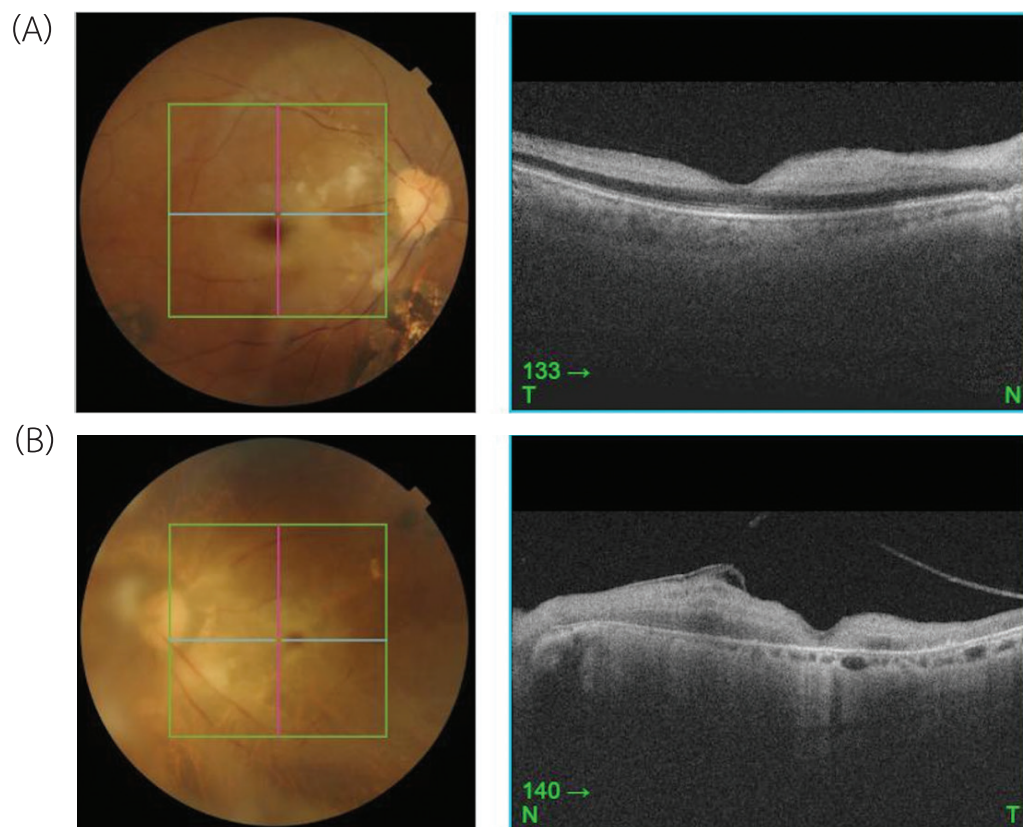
Optical coherence tomography of the macula demonstrating thickening of the inner retinal layer in the right (A) and left (B) eyes.
